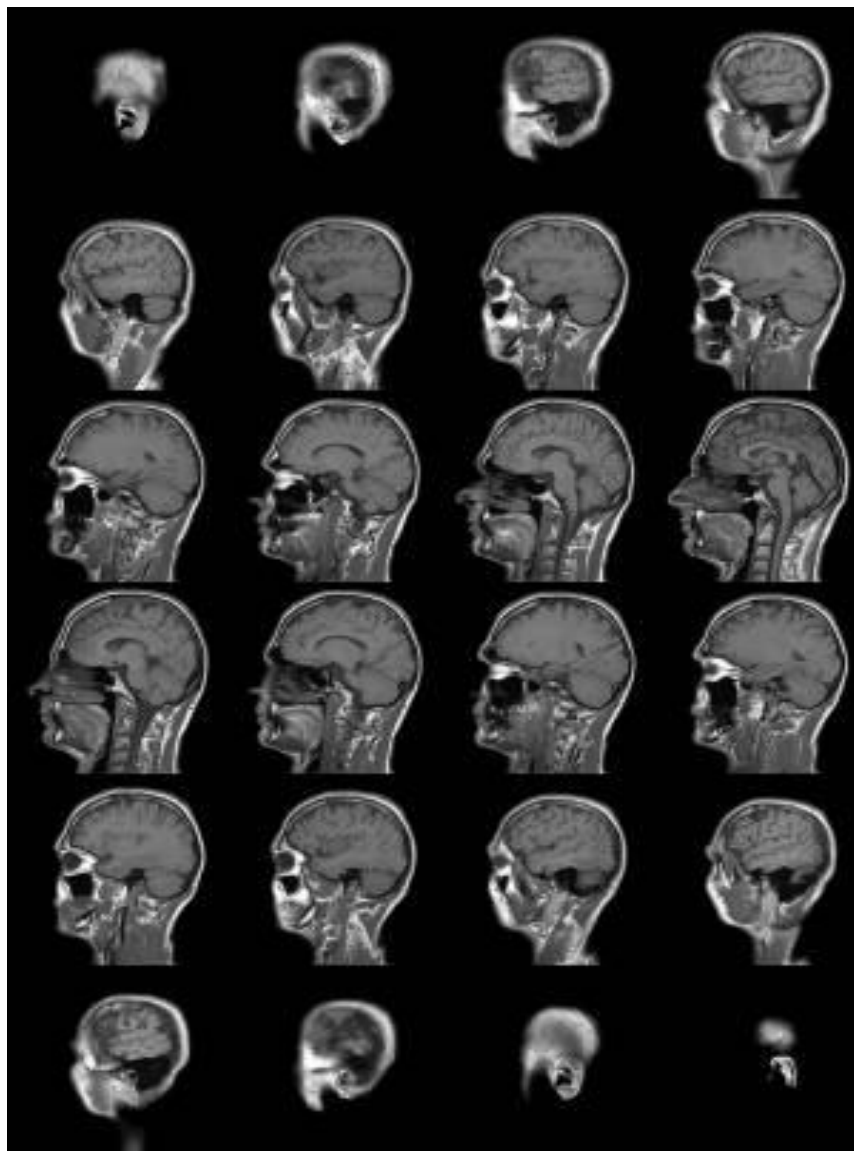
Ressonância magnética da cabeça de um indivíduo adulto [16]
